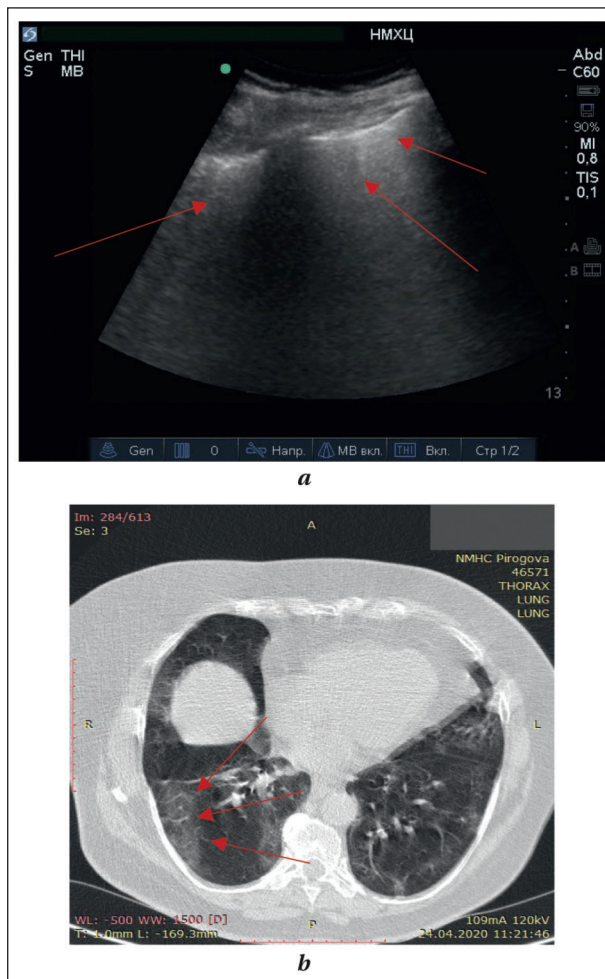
Пример парного изображения LUS и КТ.
